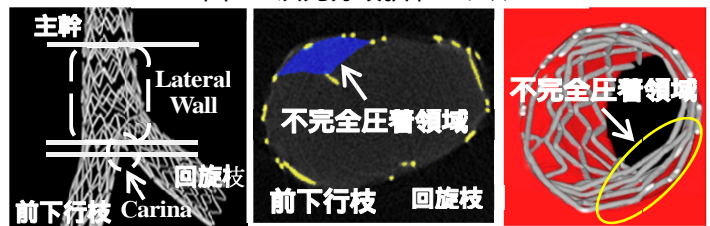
マイクロCTを用いたステントの血管壁への不完全圧着評価
